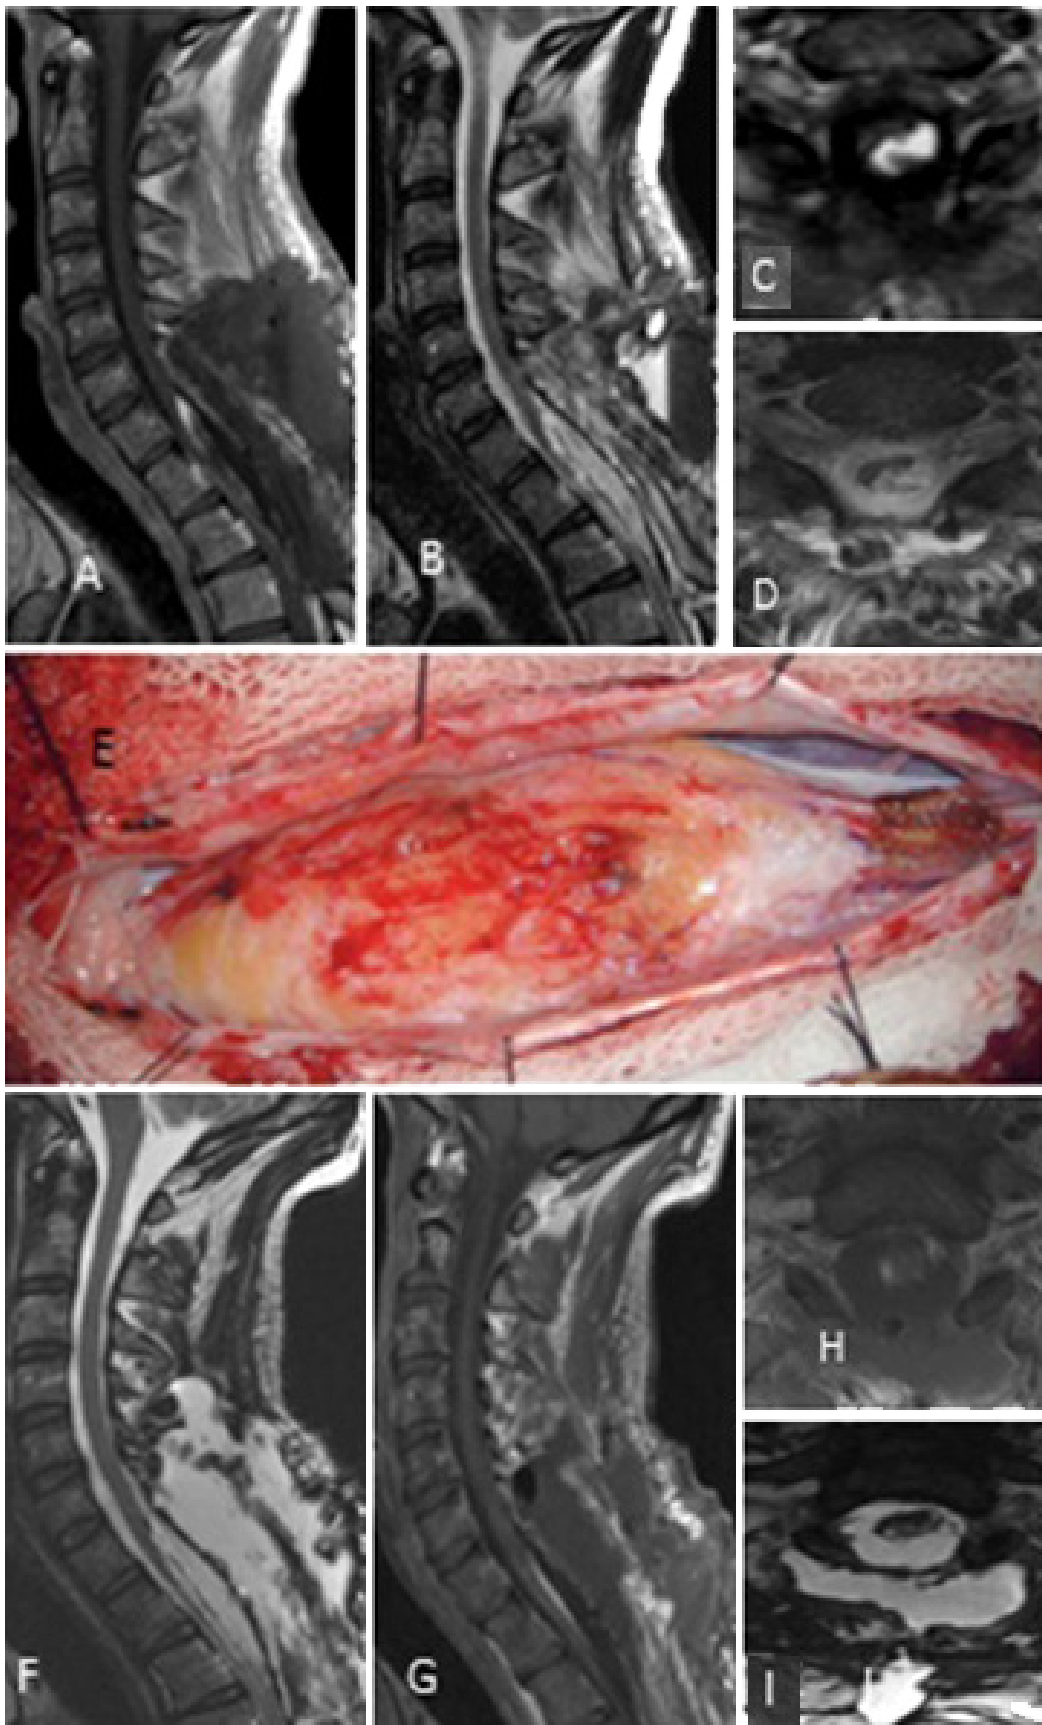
Hamartoma lipomatoso. A-D) RM prequirúrgica T1 con contraste y T2 cortes axiales y sagitales. E) Imagen intraoperatoria. F-I) RM posquirúrgica T1 con contraste y T2 cortes axiales y sagitales.
